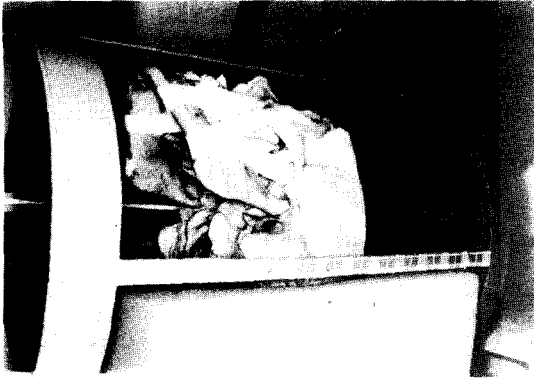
Head positioning device for computed tomography
